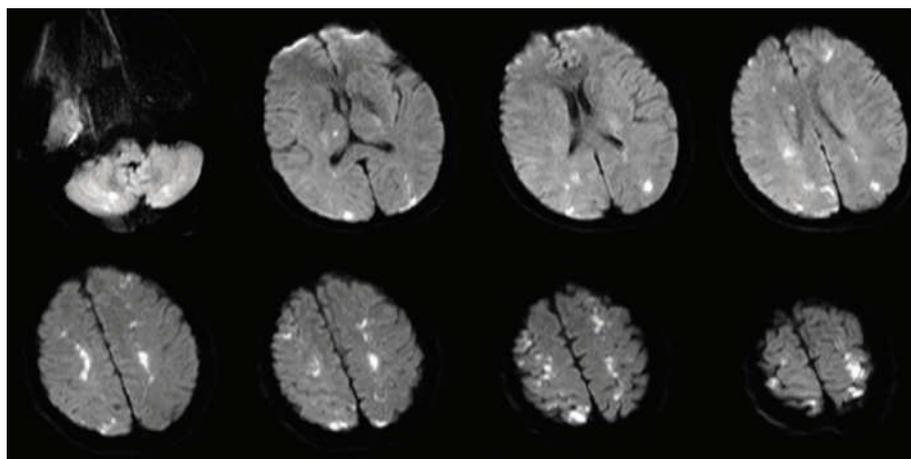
病例1患者发病1 d 头部 DWI 示双侧小脑半球及右侧丘脑、双侧额顶枕叶多发性高信号
